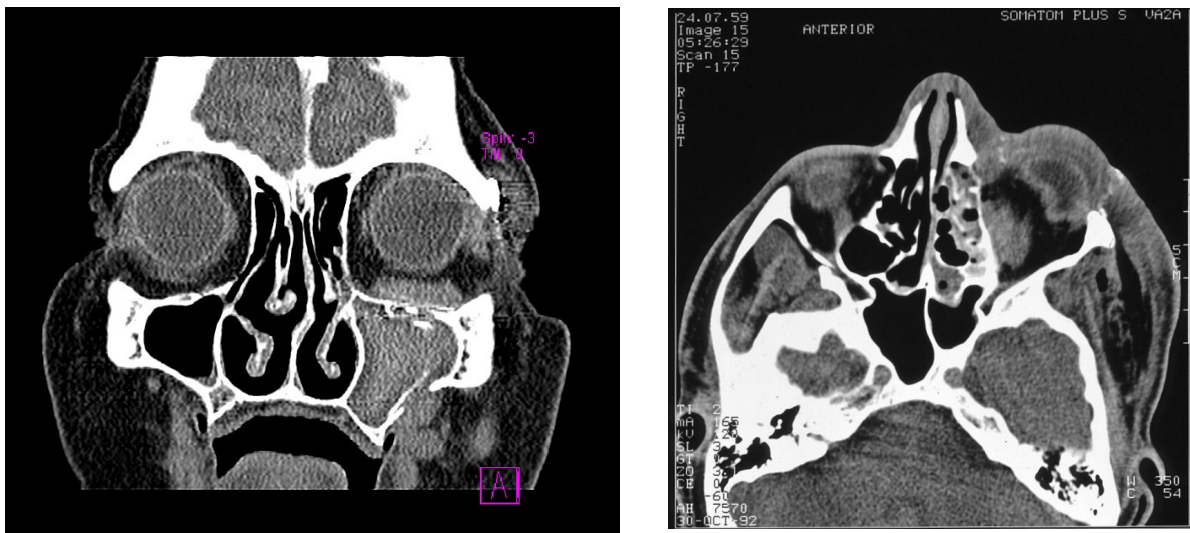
CT koronare Schichtung, intraorbitales Hämatom links nach operativer Versorgung einer Orbitabodenfraktur (A), CT axiale Schichtung, intraorbitales Hämatom rechts
